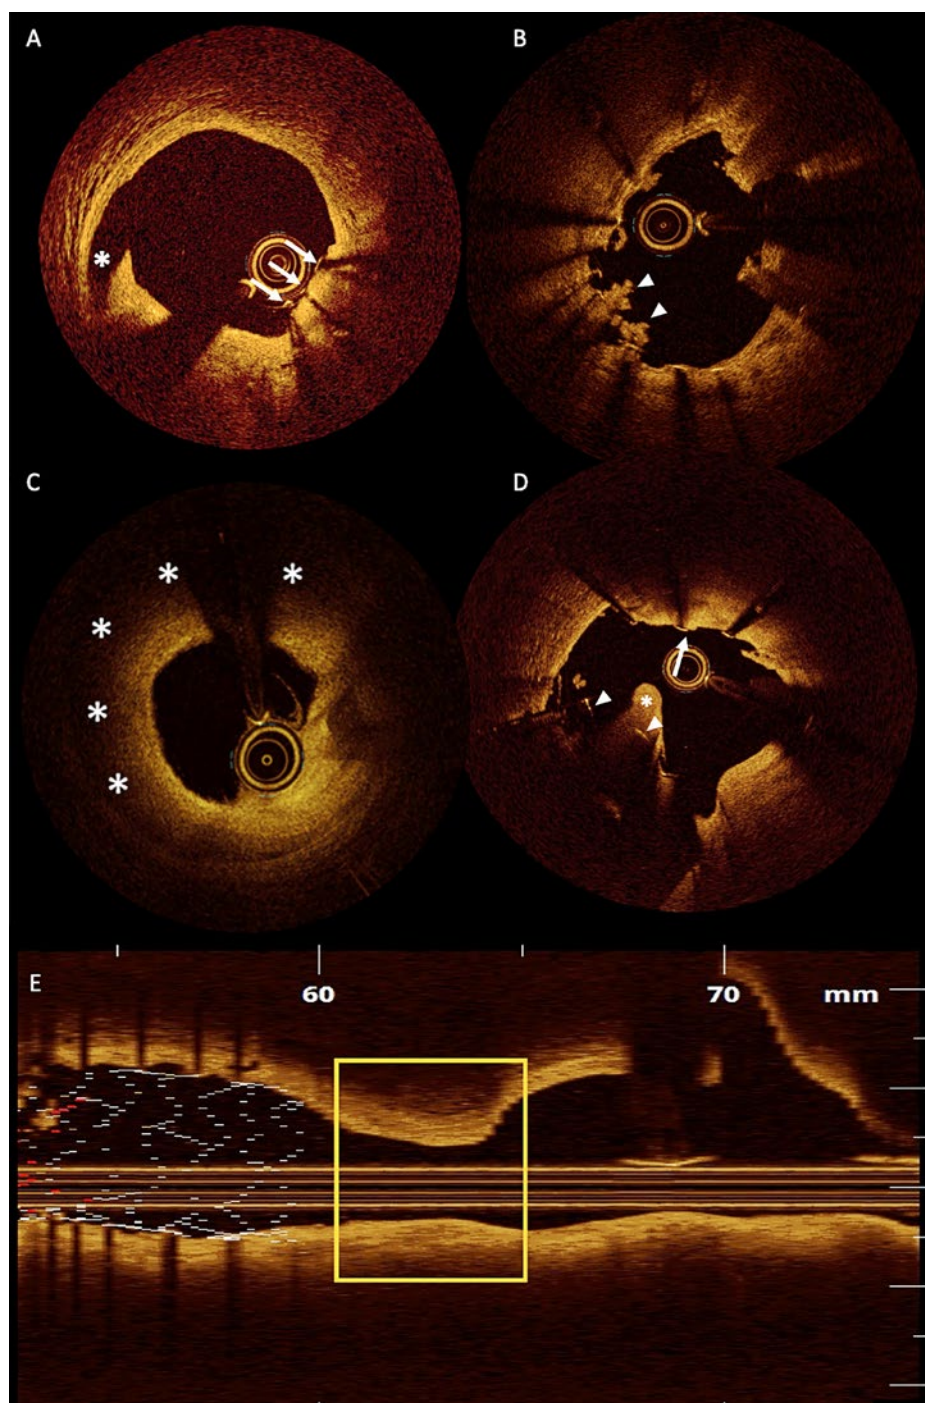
Détection de complications par tomographie par cohérence optique.
